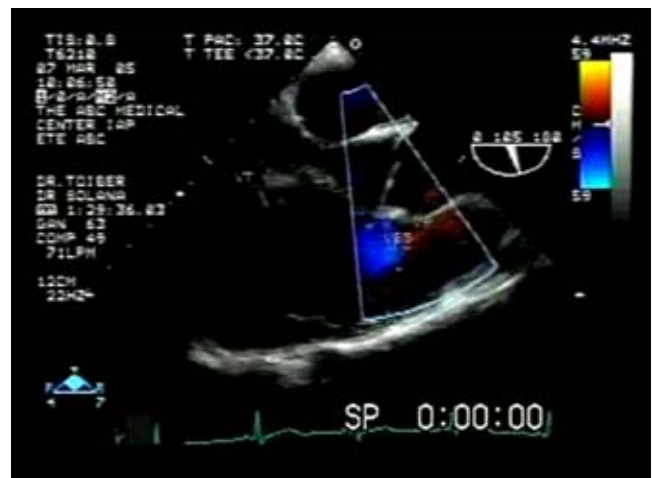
Ecocardiograma transesofágico con evidencia de vegetación en válvula pulmonar.
